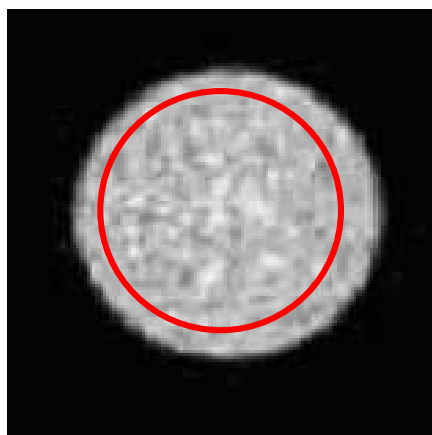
Análise de uniformidade da imagem pela medida de  $SUV_{médio}$ , delimitando-se uma região de interesse em três cortes da imagem do simulador.
